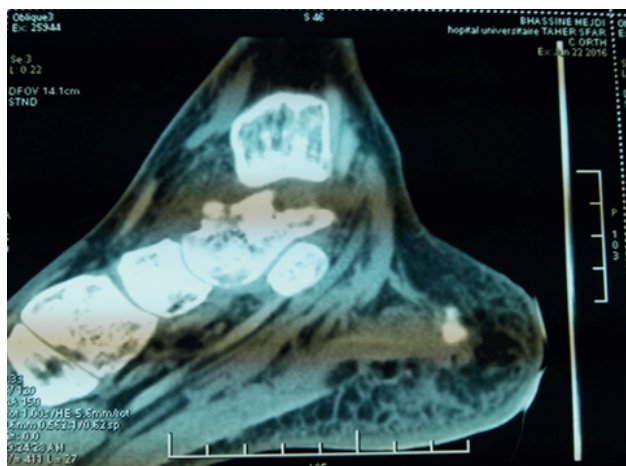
TDM de la cheville droite : le nidus apparaît comme une lacune arrondie cerclée entourant un foyer de calcification mais parfaitement identifiable au sein de l'ostéosclérose réactionnelle
